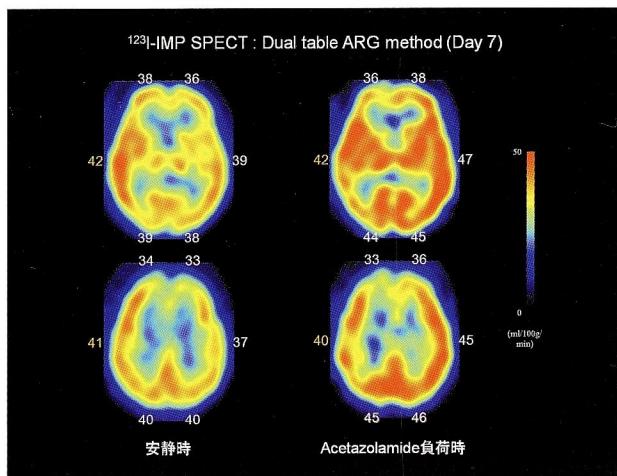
¹²³I-IMP SPECT: Dual table ARG method (Day 7)
